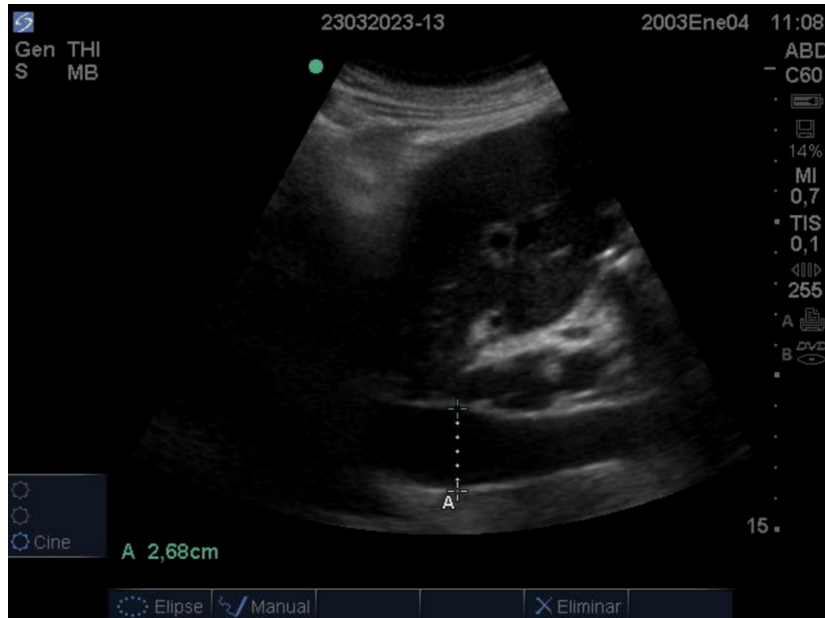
Ecografía abdominal: dilatación de vena cava inferior
